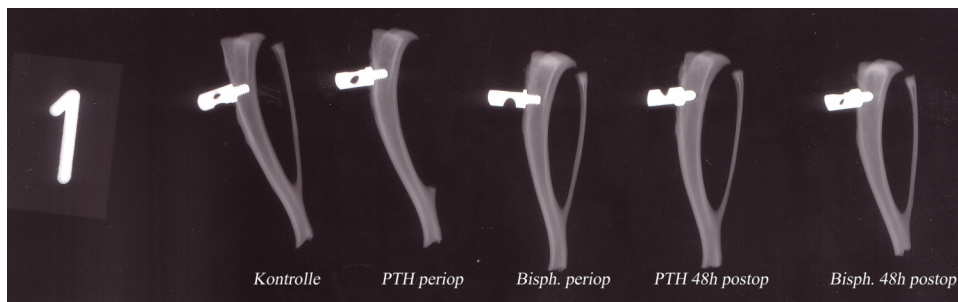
Kontaktradiographie der Tibiae mit implantierten Stahlschrauben
